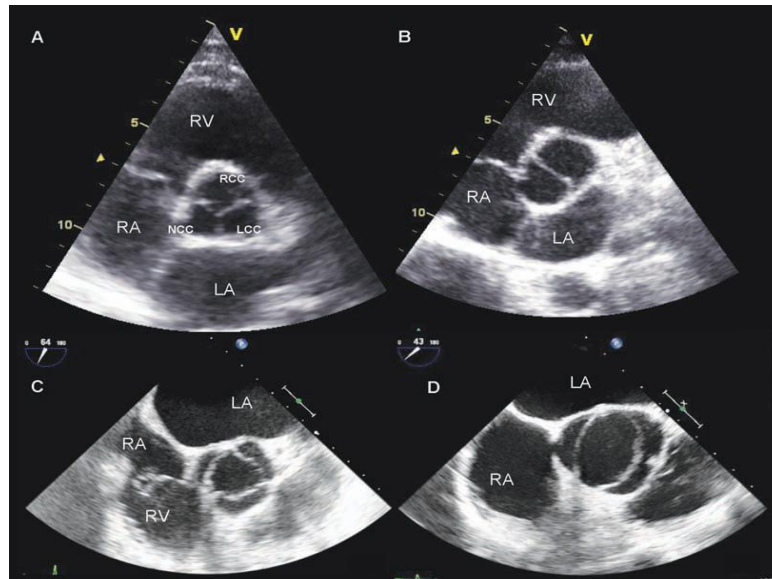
Ecocardiografia: Avaliação da morfologia da válvula aórtica. Exemplos de válvulas aórticas tricúspide (A) e bicúspide (B) visualizadas por ecocardiografia transtorácica. Da vista paraesternal, uma válvula tricúspide normal em diástole apresenta a forma característica de Y com as cúspides direita, esquerda e a não coronária. Em oposição, a válvula bicúspide apenas mostra dois seios, duas cúspides e uma única comissura. Com a ecocardiografia transesofágica, a morfologia da válvula aórtica pode ser bem definida: em sístole, a válvula tricúspide normal mostra os três diferentes seios (C) enquanto que a bicúspide apenas mostra dois (D). Abreviações: LA- Aurícula esquerda; LCC- Cúspide coronária esquerda; NCC- Cúspide não coronária; RA- Aurícula direita; RV- Ventrículo direito. Retirado de Serruys, 2010 “TAVI”, pag.42
